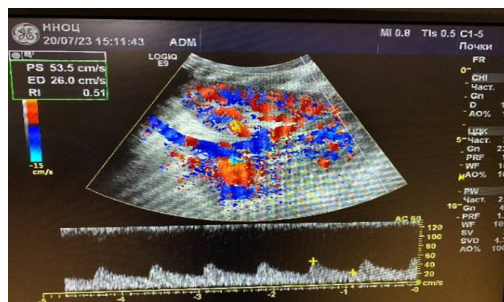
Восстановление перфузии трансплантированной почки после операции
